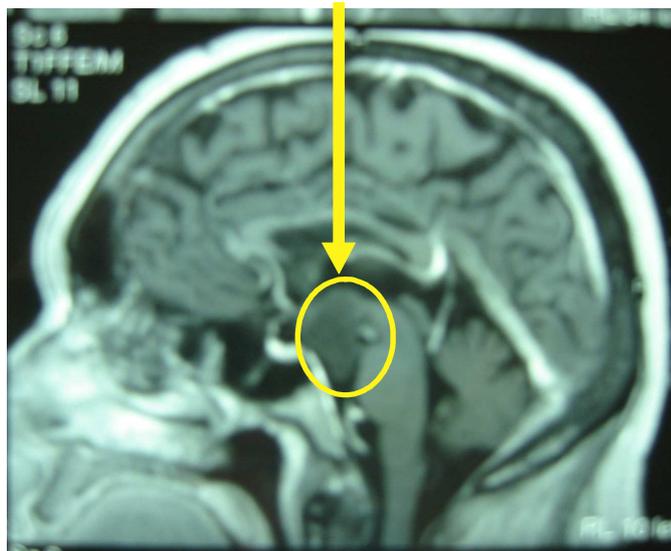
Hamartome hypothalamique à l’IRM cérébrale.
